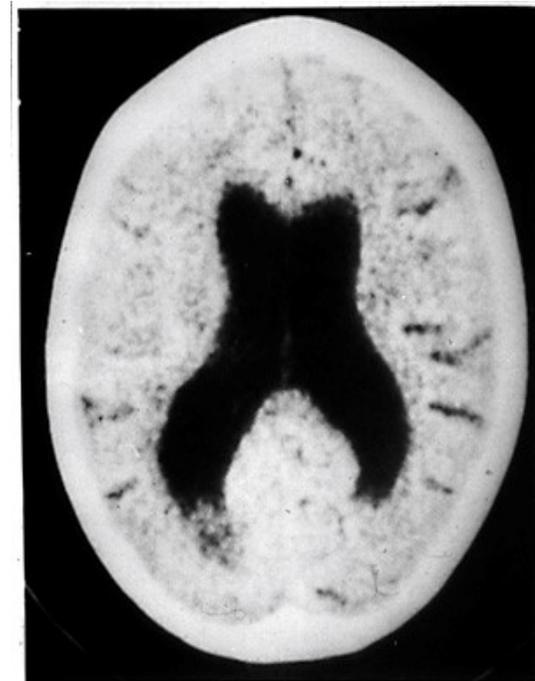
Computed tomographic brain scan of a 14-year-old girl with severe anorexia nervosa showing grossly dilated ventricles and widened sulci
